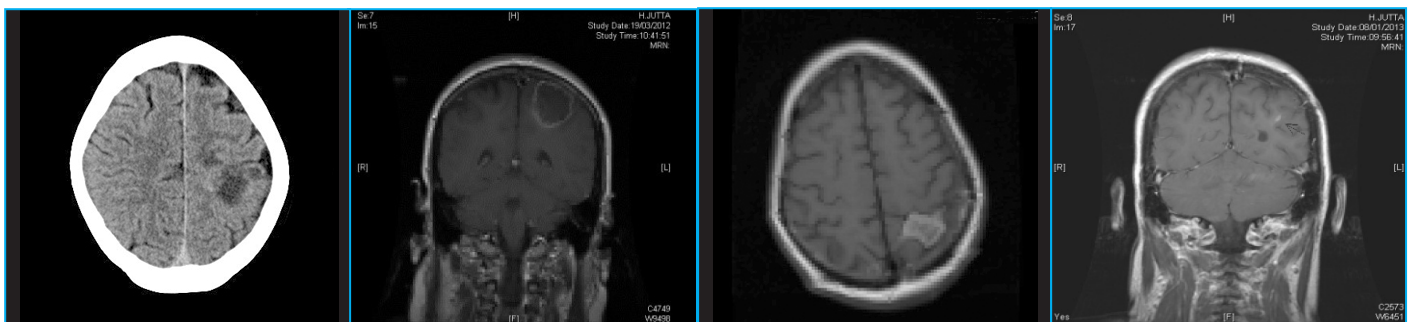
TC craneal en el momento del comienzo. Se observa una gran lesión hipodensa en la parte superior del hemisferio cerebral izquierdo.
